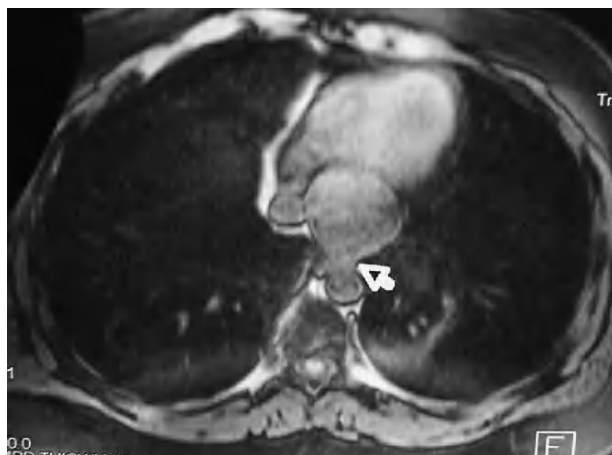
Quiste de duplicación esofágico (flecha) en imagen de resonancia magnética.
